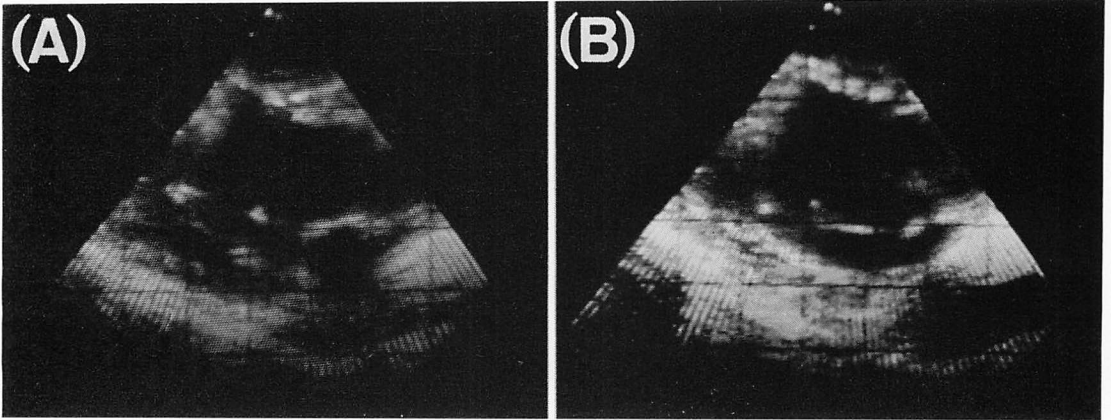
Long-axis two-dimensional echocardiograms of the same case in Fig. 2.
